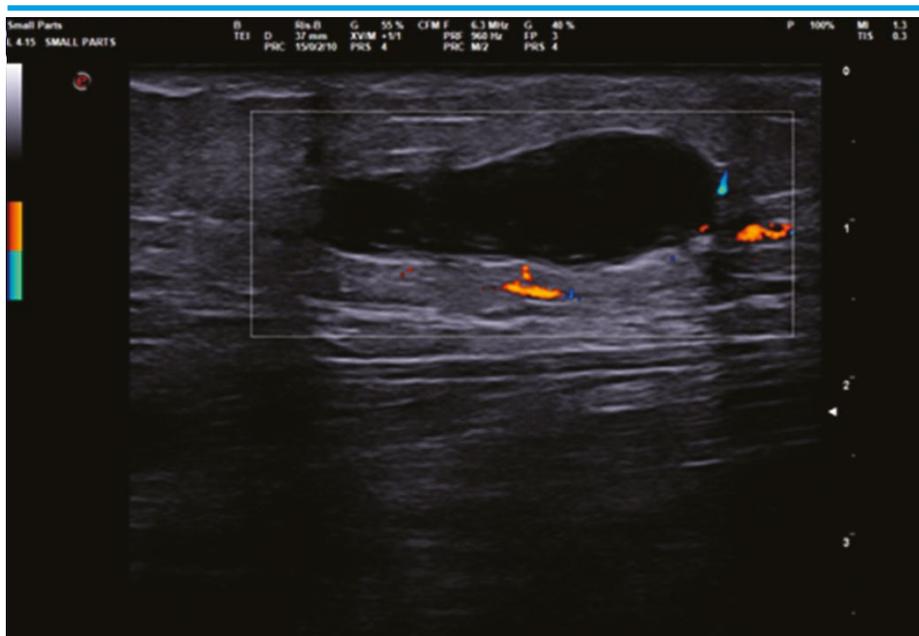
MLL. Lesione anecogena sottocutanea, al color doppler
